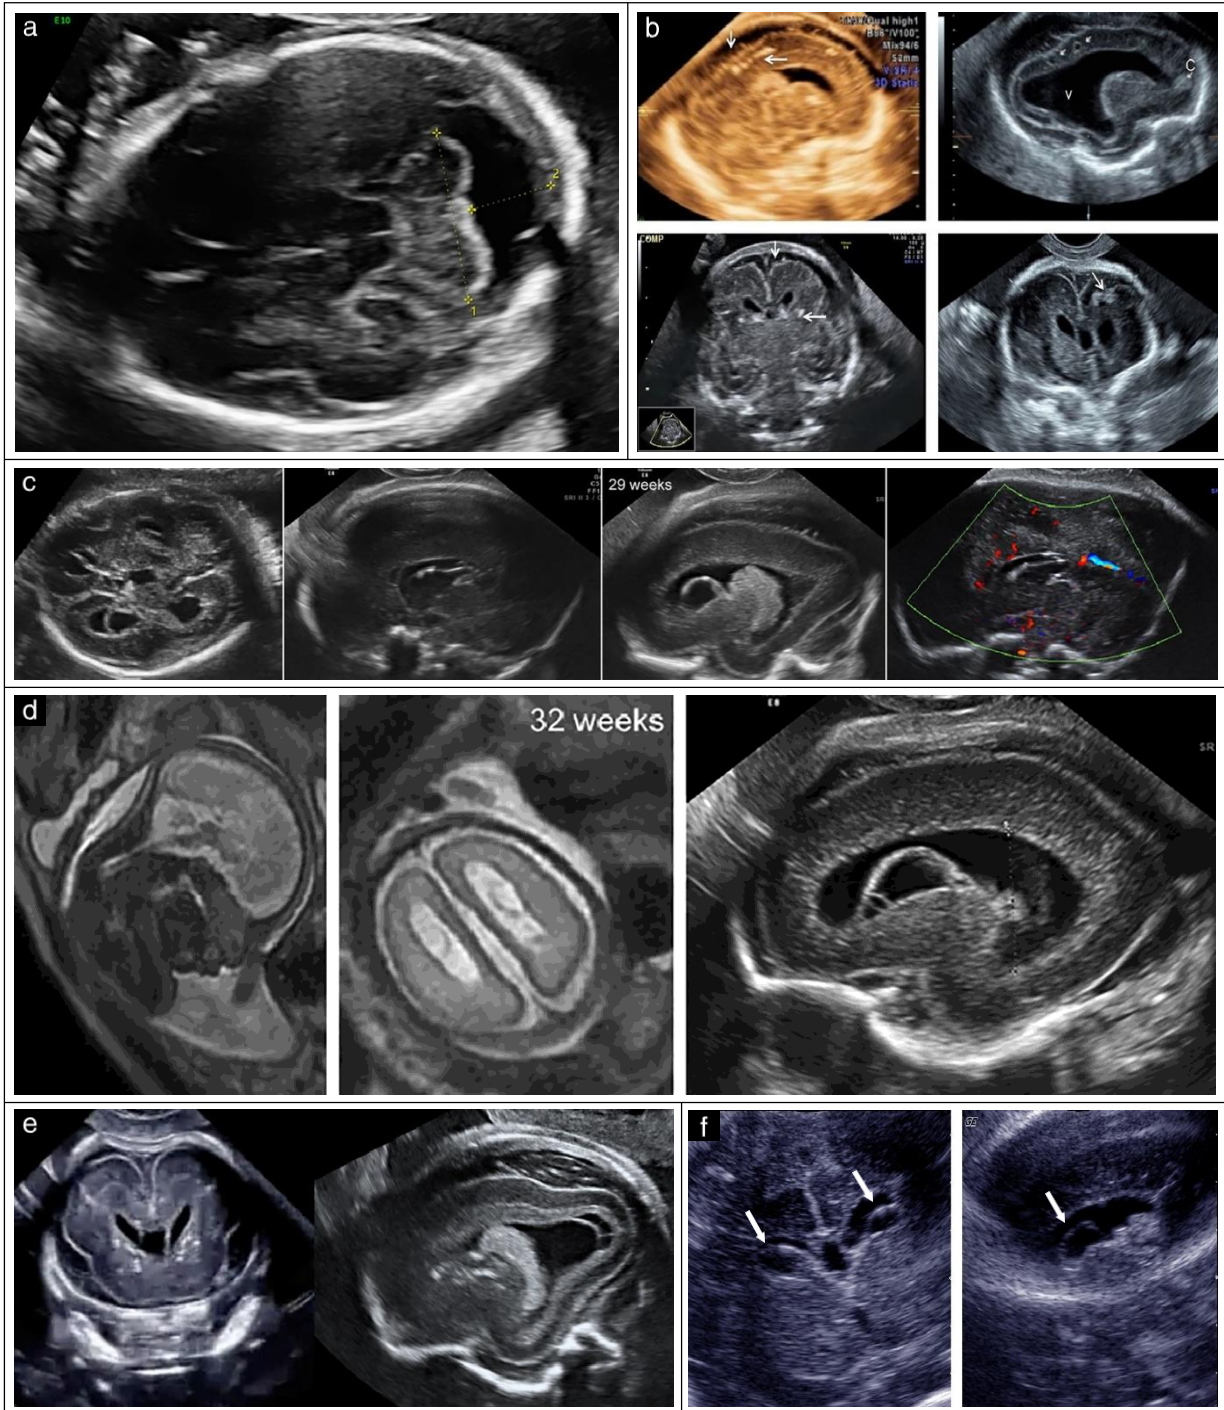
Ультразвукові та МРТ краніальні ознаки, характерні для CMV інфекції, можуть бути різними і включають: збільшений великий збірник (а), внутрішньомозкові кальцифікати (b), вентрикуломегалію, гермінотичні кісти, агенезію мозолястого тіла та внутрішньошлуночкові синехії (с, d), перивентрикулярні кістозні зміни (с, f), лісенцефалію (d), кальцифікати мозку та перивентрикулярні кісти (e), субепендимальні кісти (f).
